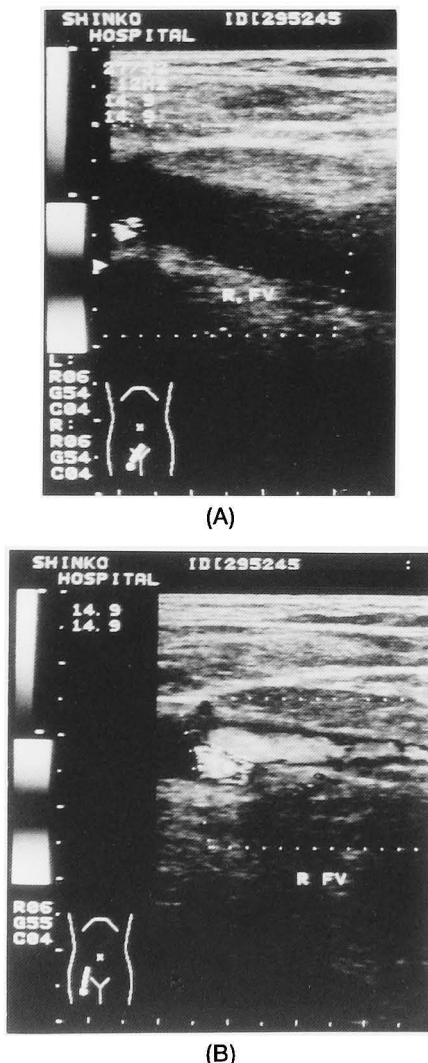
B-mode and color Doppler ultrasonography of the femoral vein in case 3. Dilatation of the femoral vein and complete depletion of blood flow are demonstrated at the onset (A). The dilatation of the femoral vein is decreased and the blood flow is restored after thrombolytic and anticoagulant therapy (B).
